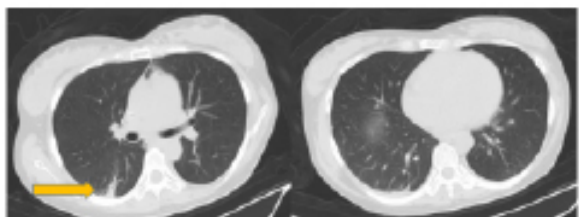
胸CT示双肺下叶胸膜处斑片、条索影（箭头所示）
